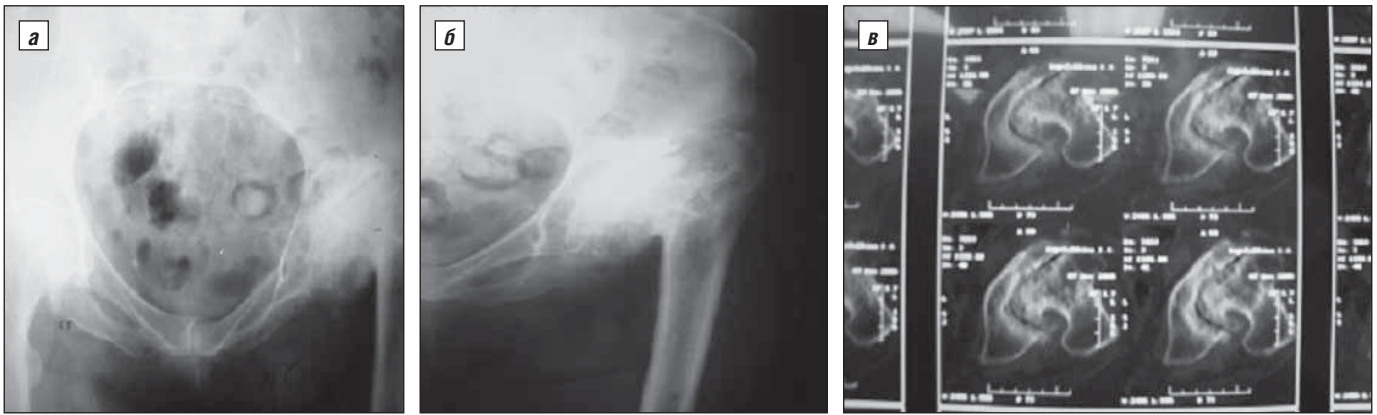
Данные обследования больной К. до операции: а – рентгенограмма таза и тазобедренных суставов; б – левого тазобедренного сустава; в – КТ тазобедренных суставов
